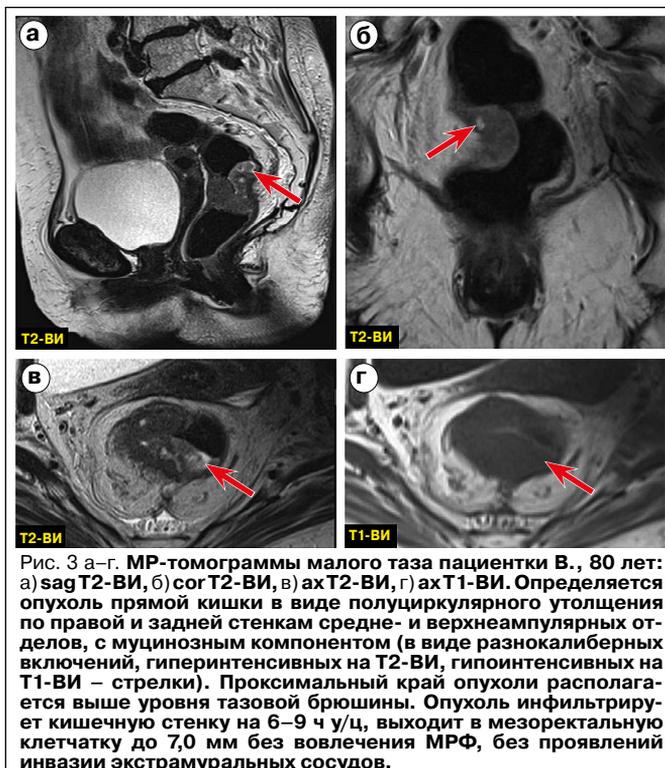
а–г. МР-томограммы малого таза пациентки В., 80 лет: а) sag T2-ВИ, б) cor T2-ВИ, в) ах T2-ВИ, г) ах T1-ВИ. Определяется опухоль прямой кишки в виде полуциркулярного утолщения по правой и задней стенкам средне- и верхнеампулярных отделов, с муцинозным компонентом (в виде разнокалиберных включений, гиперинтенсивных на T2-ВИ, гипоинтенсивных на T1-ВИ – стрелки). Проксимальный край опухоли располагается выше уровня тазовой брюшины. Опухоль инфильтрирует кишечную стенку на 6–9 ч/уц, выходит в мезоректальную клетчатку до 7,0 мм без вовлечения МРФ, без проявлений инвазии экстрамуральных сосудов.
